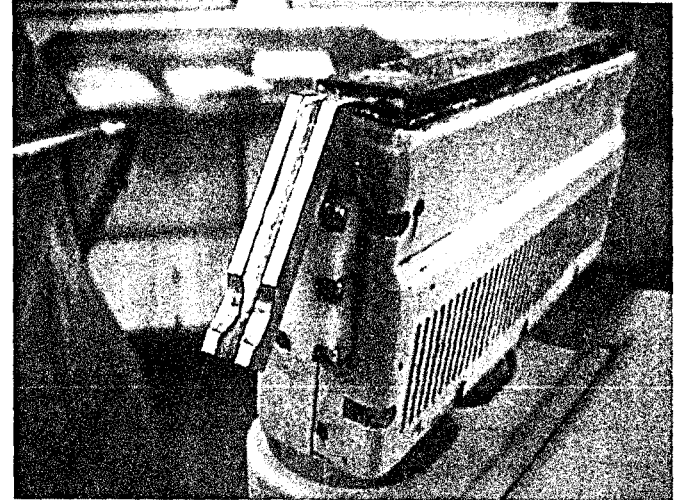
Traductor ecografic linear, 3,5 MHz, cu ghid pentru acul de puncție.
